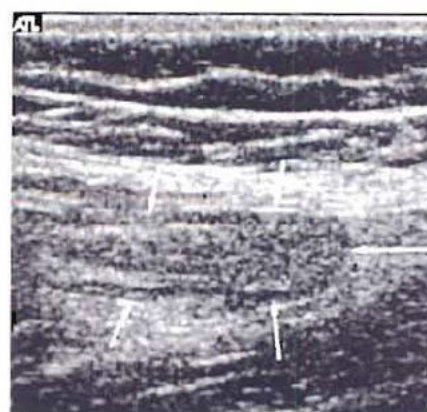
Échographie de la fosse iliaque droite : appendice distendu, à parois épaisses (flèches) correspondant à une appendicite aiguë.
